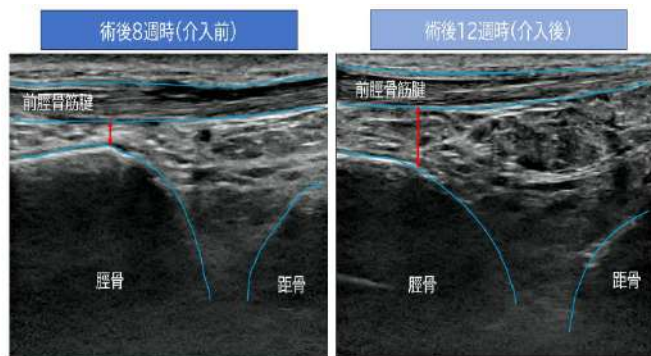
足関節背屈 0° におけるエコー評価の比較
